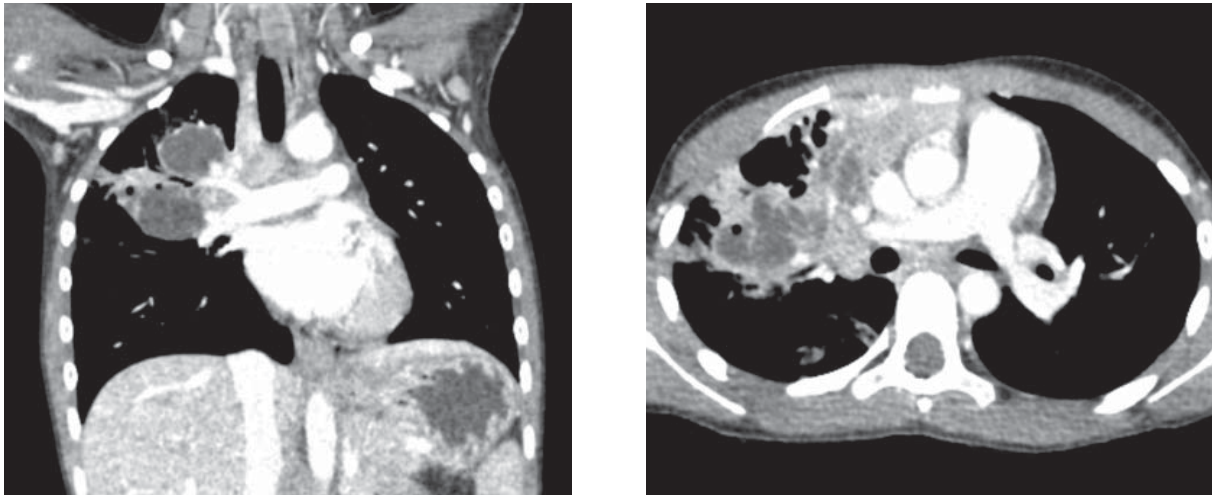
Тот же пациент. На КТ с контрастным усилением в верхней доле правого легкого определяется появление пузырьков газа; сохраняются два объемных образования, одно из них с наличием уровня жидкости и воздуха. Отмечается накопление контраста стенками образований, при котором нельзя исключить деструкцию ранее определявшегося третьего образования (вероятно, распад ранее абсцедированной полости). Сохраняются проявления полисегментарной пневмонии.
